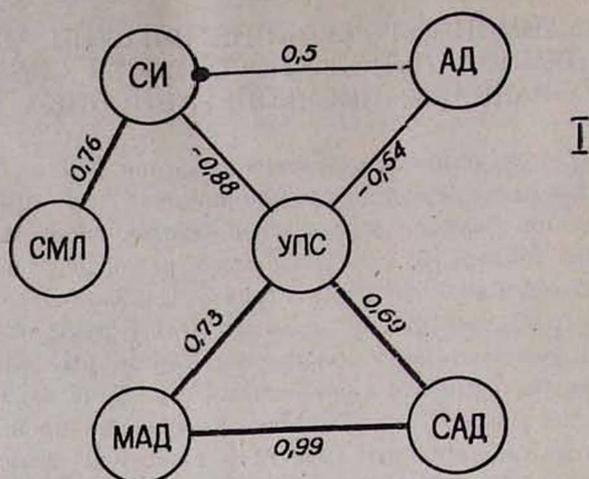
Характеристика взаимосвязи гемодинамических функций у больного М. Условные обозначения: I—до и II—после инфузии гемодеза. А—показатели общей функциональной способности: СИ—сердечный индекс; АД—максимальное, МАД—минимальное, САД—среднее артериальное давление; УПС—удельное периферическое сосудистое сопротивление; СМЛ—средняя мощность левого желудочка.
